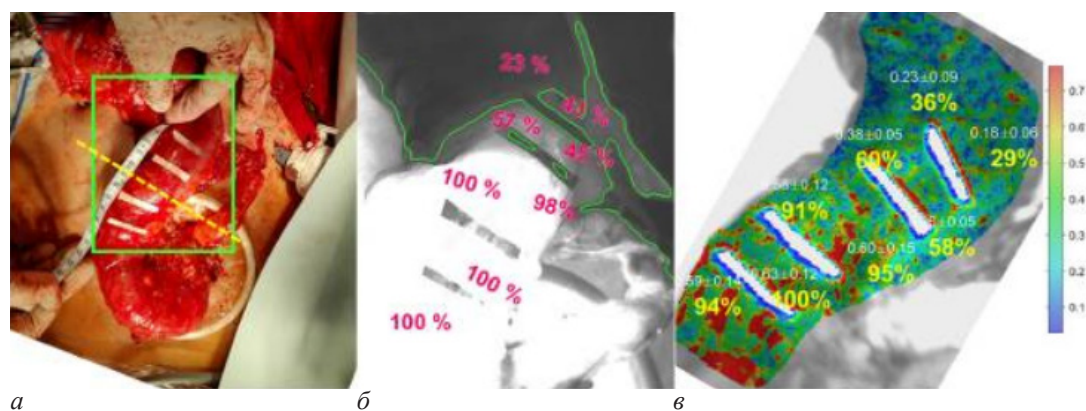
Веб-фотоплетизмография. Изображения тканей пациента с раком сигмовидной кишки: *а* – фотография толстой кишки; *б* – визуализация перфузии с помощью флуоресцентной ангиографии; *в* – вФПГ
